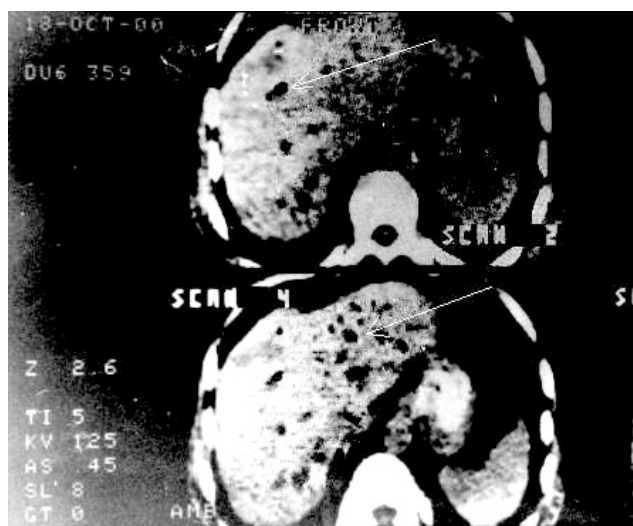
Комп'ютерна томограма. Синдром Міріззі II тип. Аеробілія.
